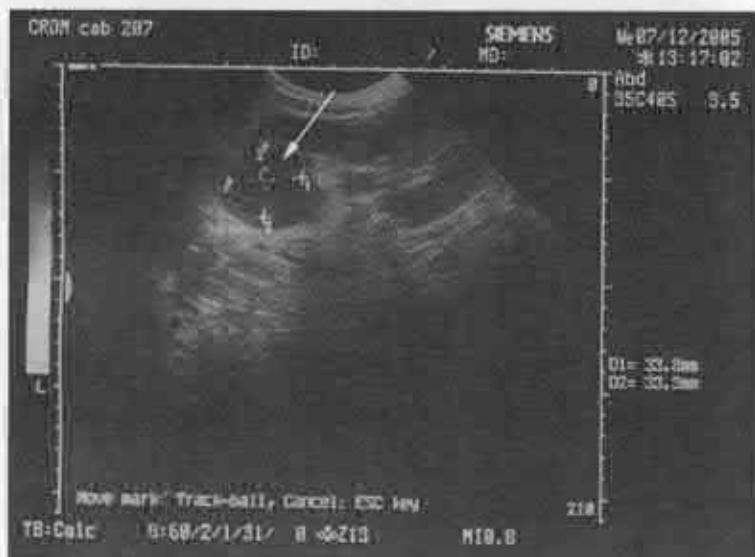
Caz clinic. Ecografie preoperator - carbuncul renal pe stânga în polul inferior.
